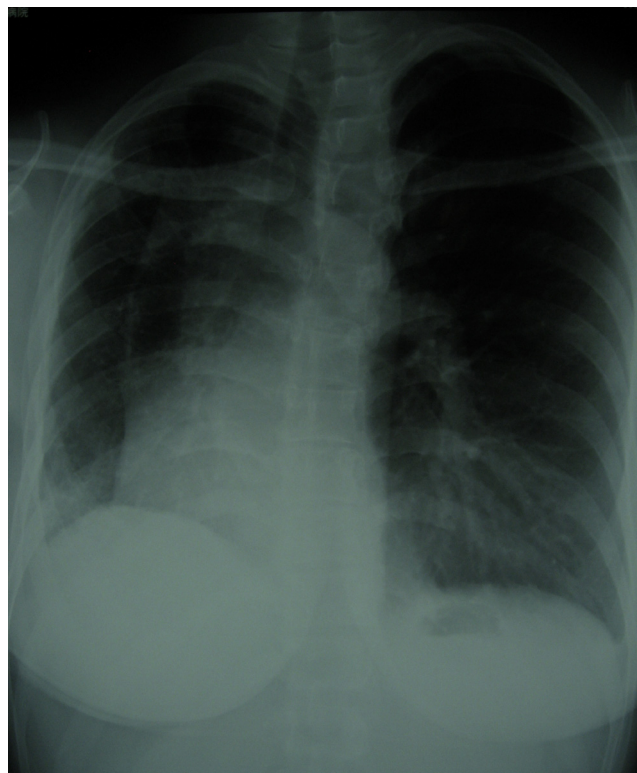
Radiografia de tórax que mostra a ausência do tronco da artéria pulmonar direita, pulmão diminuído no pulmão direito, deslocamento das estruturas do mediastino para a direita e expansão do tronco da artéria pulmonar esquerda.
